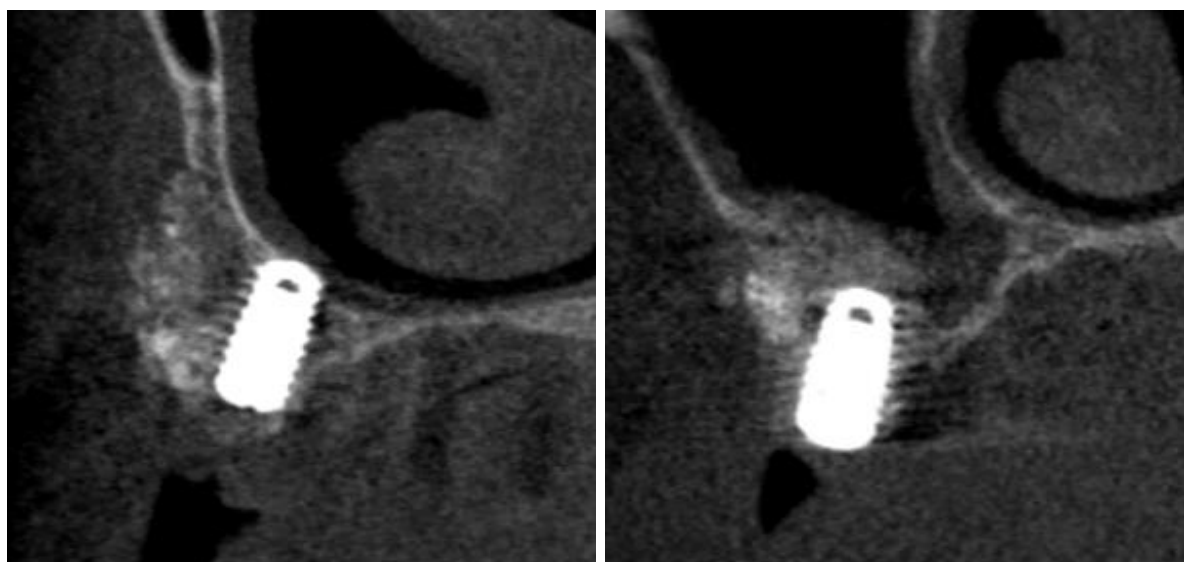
Хвора К. 60 років. Дані комп'ютерної томографії 6 місяців після постановки імплантів (панорамна розгортка).
